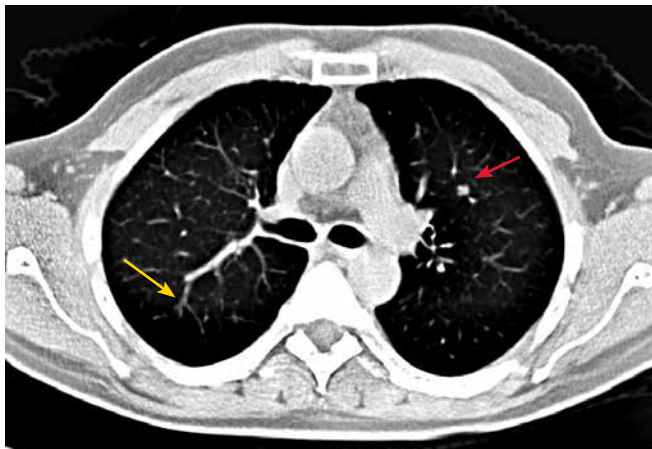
Компьютерная томография органов грудной клетки пациента Р. при поступлении (2011 г.), аксиальная проекция. Множественные метастазы в легких (отмечены стрелками). Красная стрелка указывает на «целевой» очаг, который в дальнейшем использовался для оценки ответа на терапию
